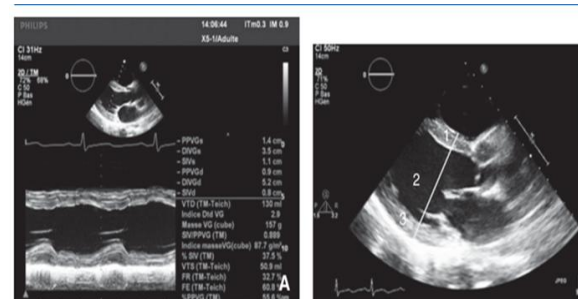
Échographie transthoracique, imagerie monodimensionnelle : mode TM sur le ventricule gauche en incidence parasternale grand axe (A), mesures guidées par le 2D (B). Évaluation des diamètres télédiastoliques et téléystoliques du ventricule gauche, des épaisseurs des parois antéroseptale et inférolatérale, de la fraction de raccourcissement et de la masse du ventricule gauche. 1. Septum interventriculaire ; 2. diamètre télédiastolique du ventricule gauche ; 3. paroi inférolatérale.
